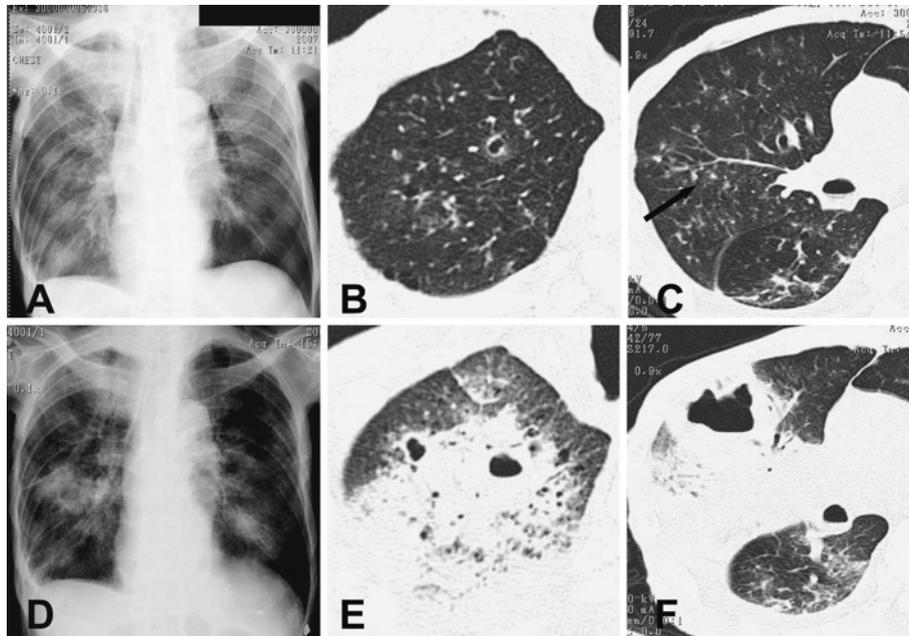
A: Chest X-ray of Case 1 on admission showed dullness of right costophrenic angle, and no remarkable findings in the lungs. B, C: Chest CT of Case 1 on admission showed centrilobular nodules in the right lung (arrow). D: Chest X-ray on hospital day 7 showed infiltration and cavitary lesion on the right middle lung. E, F: Chest CT on hospital day 10 showed the multiple cavitary lesions within the consolidation.
